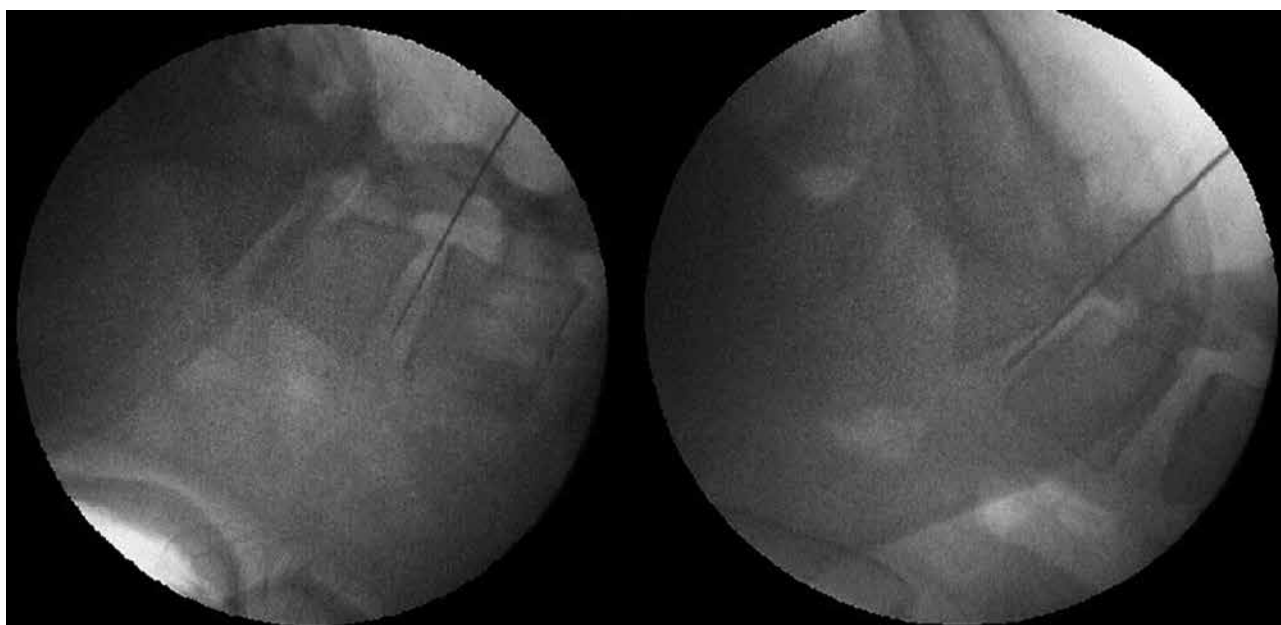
Portable X-Ray shows laser fiber at the level of the L4-5 and L5-S1 nucleus pulposus.
